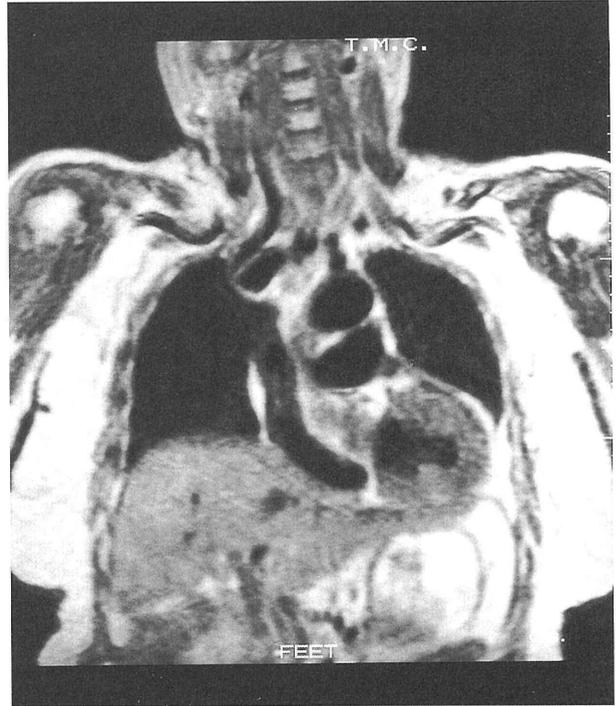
Chest MRI shows the buckled innominate artery compressing the right innominate vein.
